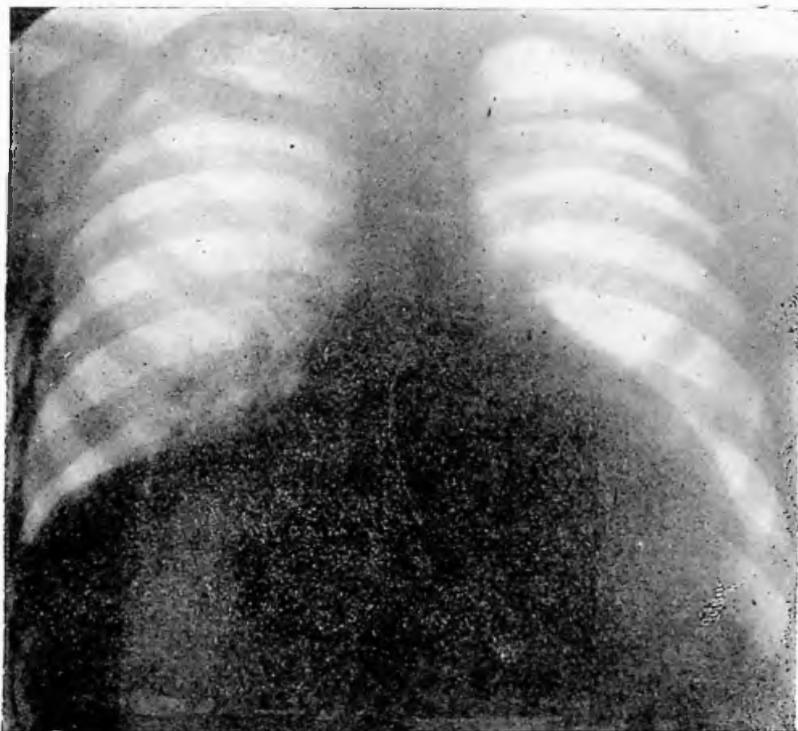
Obs. II: Tele-radiografia do tórax. Acentuado aumento da figura cardíaca. Diminuição da transparência pulmonar por estase. Na base direita, sombras numulares e véu homogêneo.
